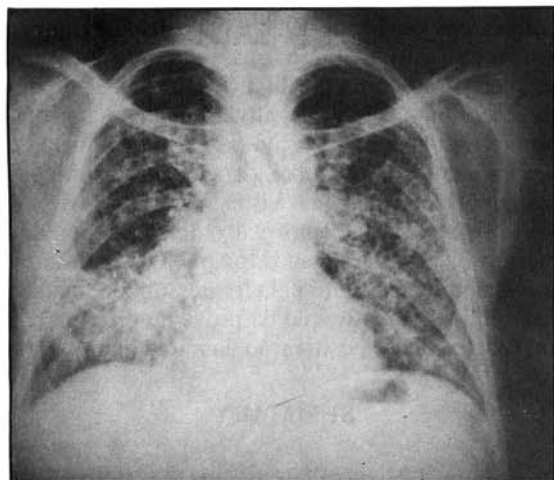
Radiografia de tórax, postero-anterior, e perfil evidenciando lesões retículo nodulares difusas bilaterais.
